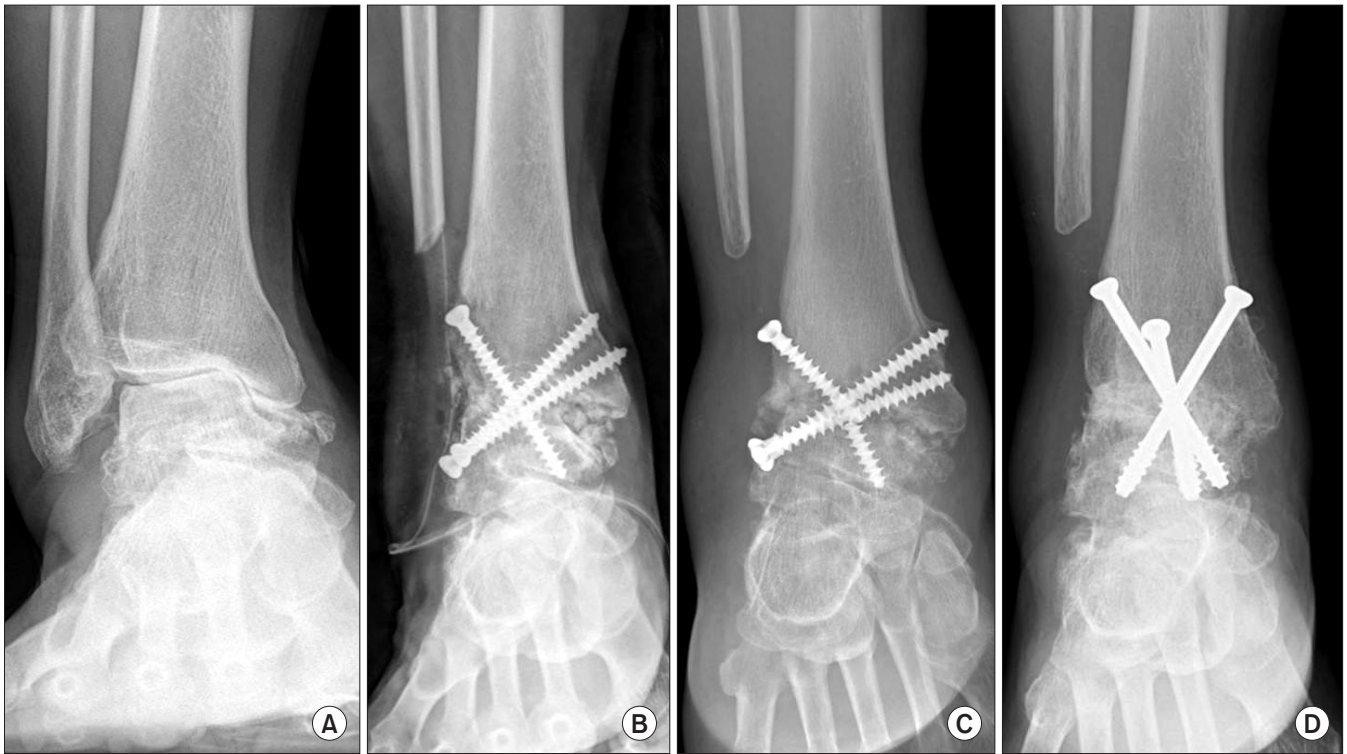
(A) Preoperative standing radiograph shows medial compartment ankle osteoarthritis. (B) Ankle arthrodesis was performed with trans-fibular approach using three cancellous screws. (C) Follow-up radiograph shows breakage of cancellous screws and valgus tibiotalar alignment. (D) Revision arthrodesis with cannulated screws was performed and bony union was evident 2 months after surgery.
